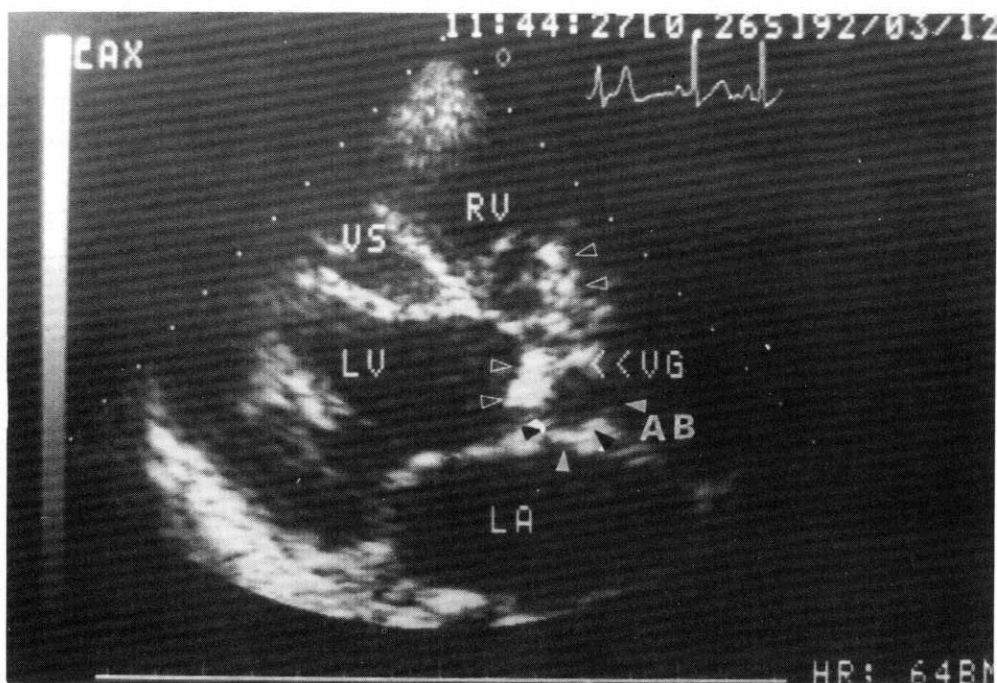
Echocardiogram showing echo-free space(AB) and vegetation(VG).
